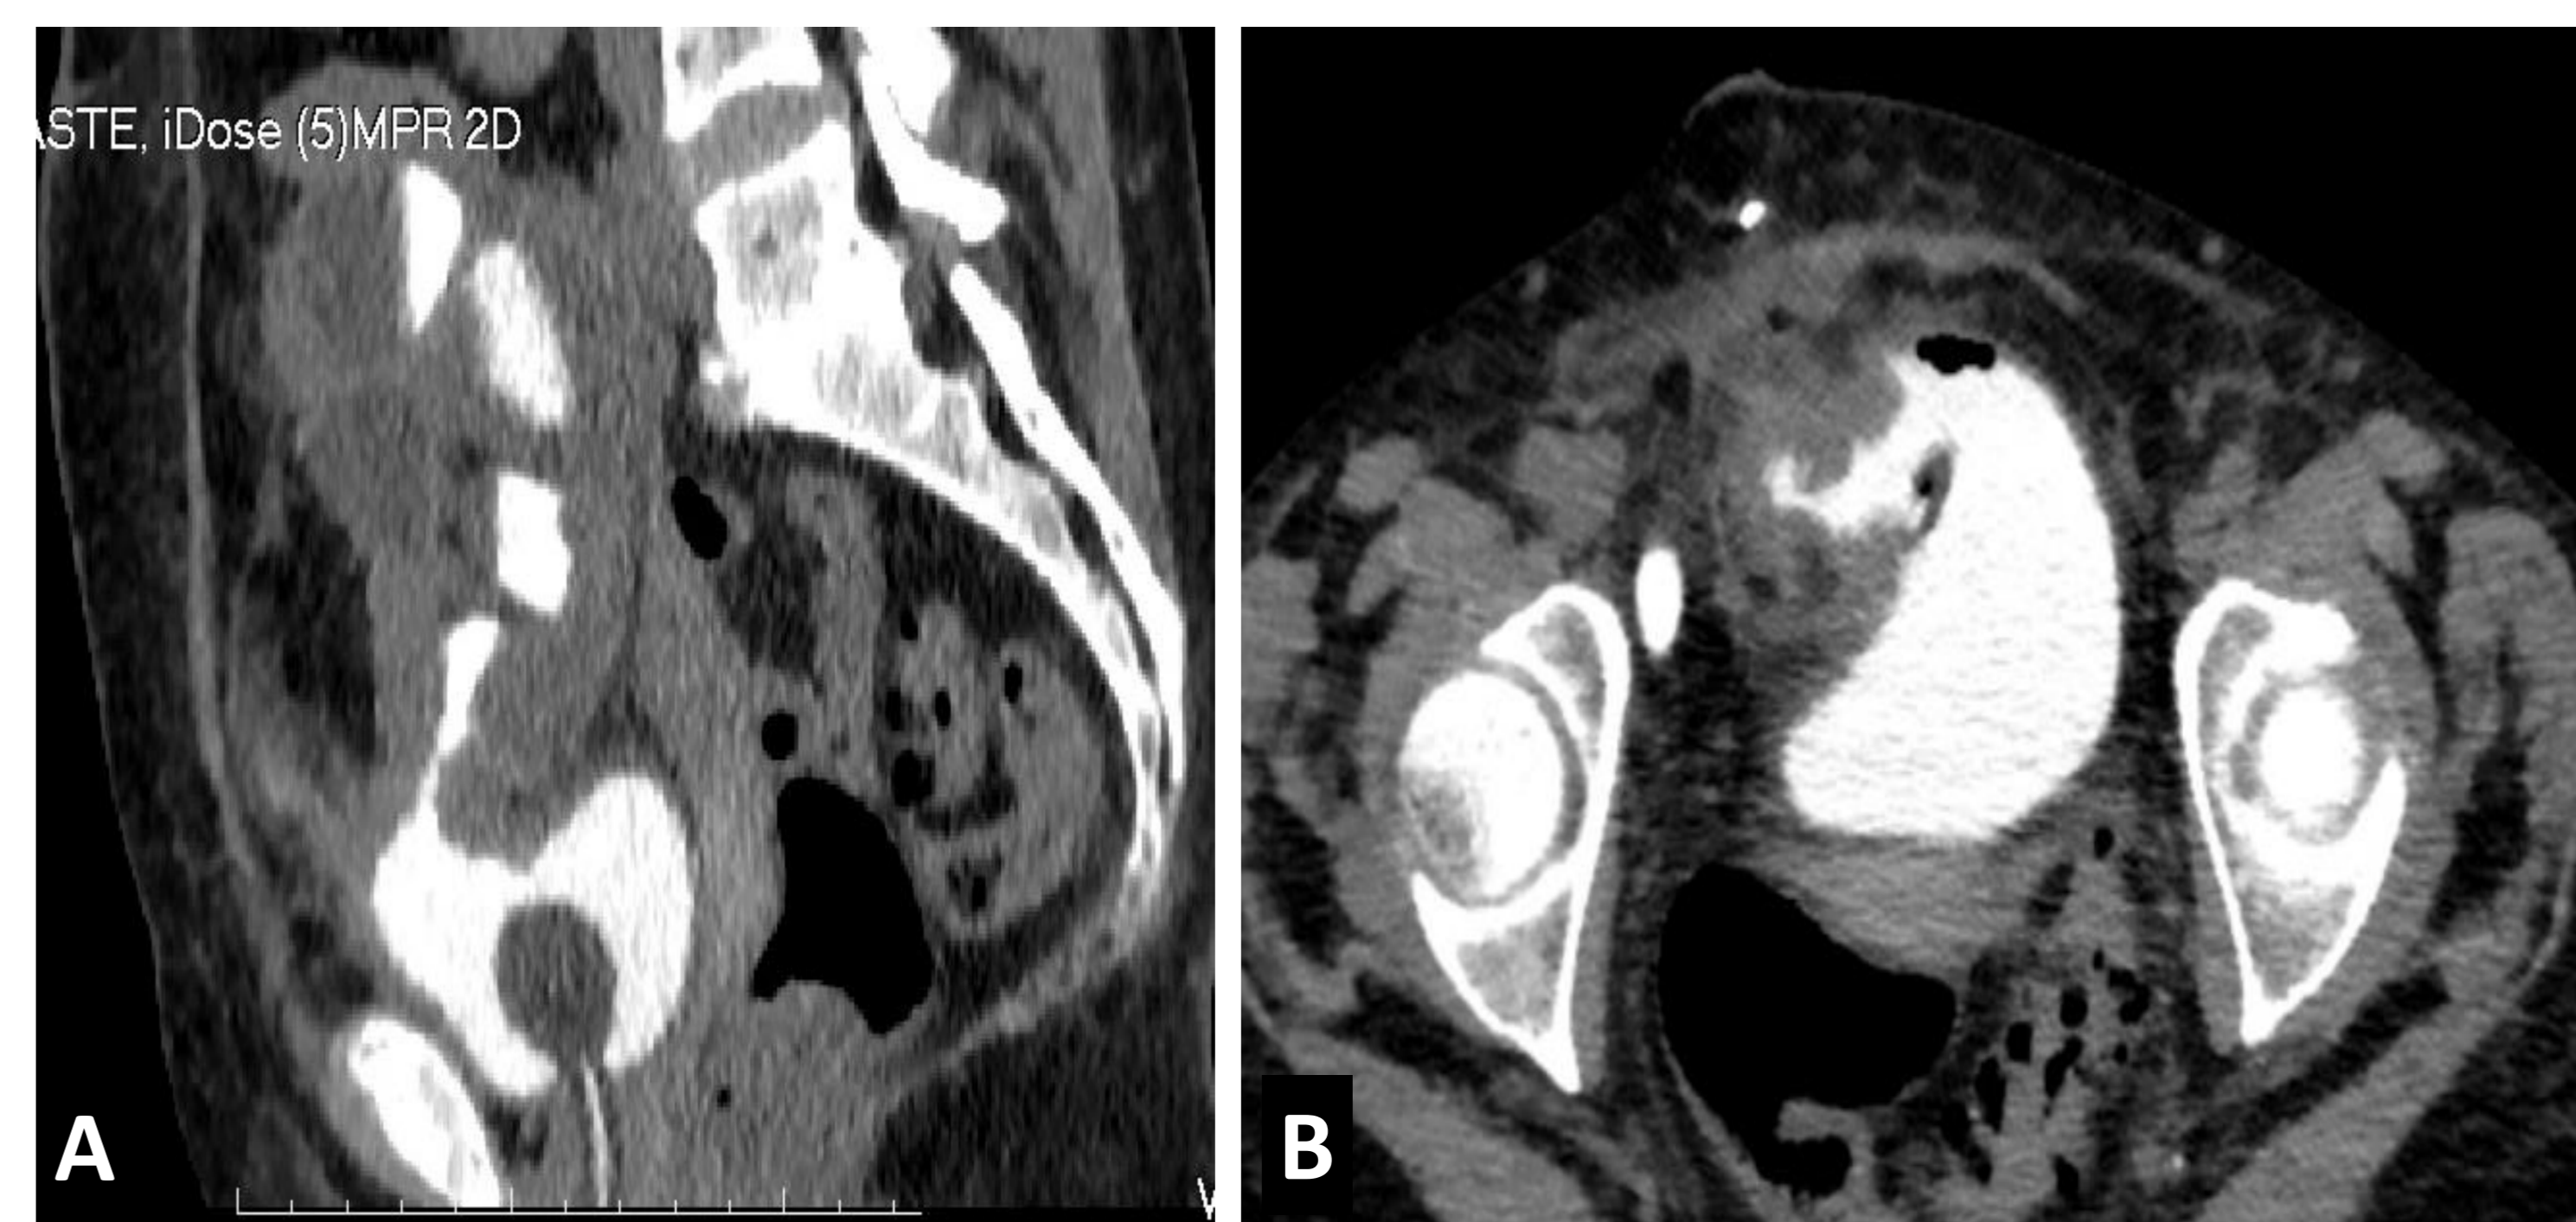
Urotomografia realizada no 3º mês pós-operatório em corte sagital (a) e corte axial (b) evidenciando contraste na anastomose do cálice inferior e bexiga.
